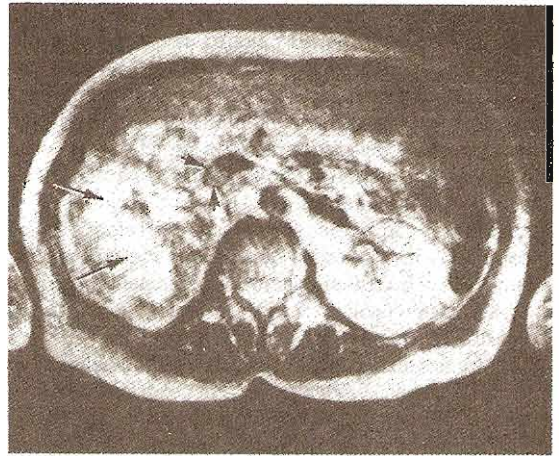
Imagen transaxial de resonancia magnética (T2) de un carcinoma de células renales (flechas largas) con trombos tumorales en vena cava (flechas cortas).
